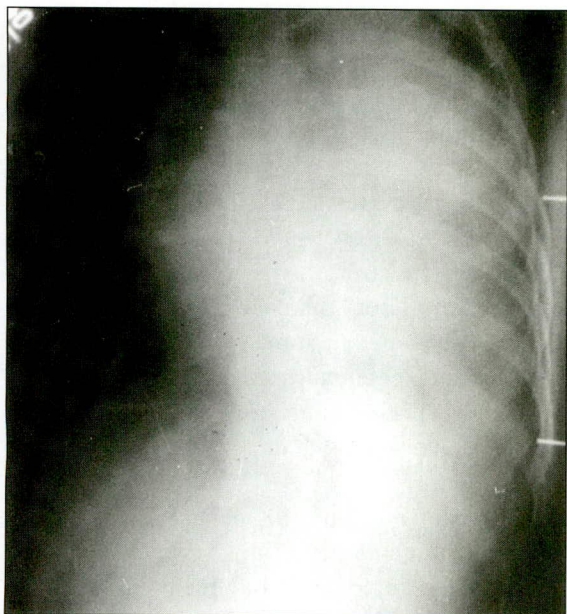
Radiografia de tórax inicial, realizado no leito, devido a dispnéia, mostrando a massa mediastinal ocupando o hemitórax esquerdo.
